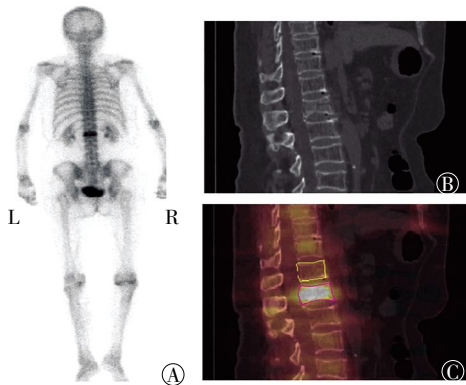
单发椎体压缩性骨折 ^{99m}Tc -MDP SPECT/CT 骨显像图像。患者女性, 55 岁, 无诱因腰部疼痛不适 3 d, 变换体位时加重, 诊断为“重度骨质疏松、第 1 腰椎压缩性骨折”。入院行“经皮椎体成形术”后症状明显缓解。图中, A: ^{99m}Tc -MDP 骨显像全身体位图, 可见第 1 腰椎椎体显像剂均匀性分布浓聚影; B: 同机 CT 断层图, 可见第 1 腰椎椎体双凹性改变; C: ^{99m}Tc -MDP SPECT/CT 融合图, 黄色线条勾画椎体为病灶椎体邻近椎体第 12 胸椎, 红色线条勾画椎体为病灶椎体第 1 腰椎, 病灶椎体与邻近椎体的放射性计数比值 T/NT 值为 3.45。
